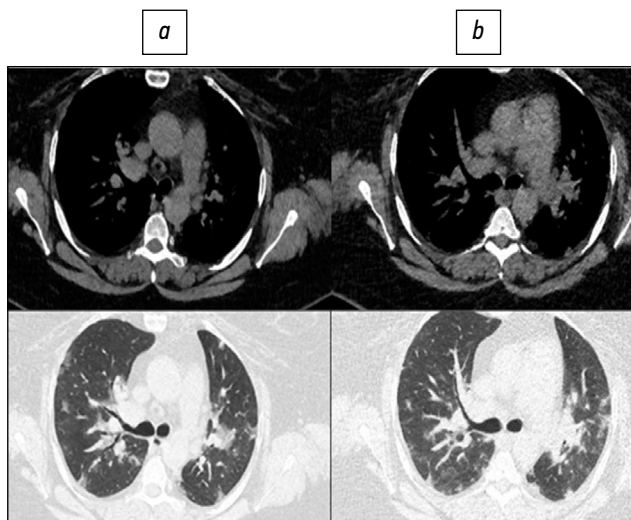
Пациент, 40 лет: стандартная компьютерная томография при поступлении выполнена с лучевой нагрузкой 6,8 мЗв (a), низкодозная компьютерная томография — 2,0 мЗв (b).
